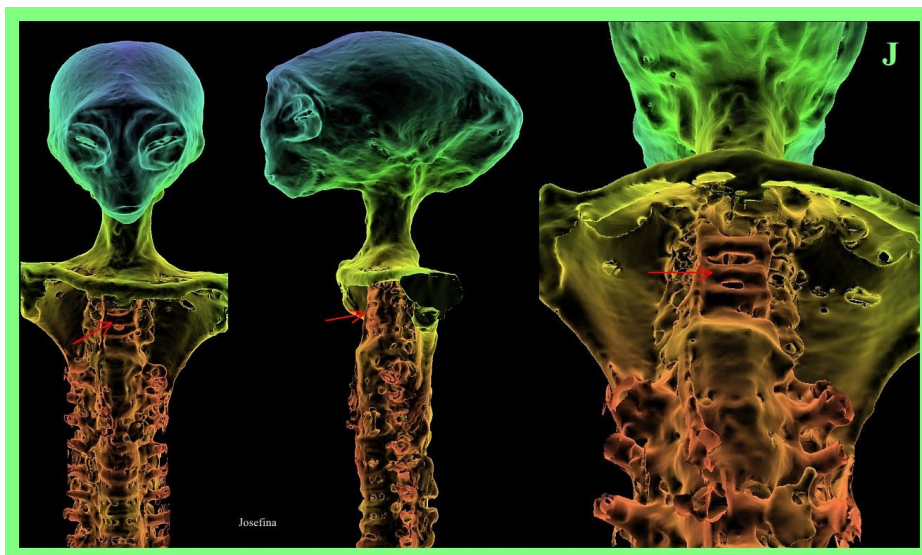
TC 3D disecada digitalmente de la columna torácica de 'Josefina' en vista frontal (imagen superior), lateral (imagen central) y frontal inclinada (imagen derecha), que muestra una anatomía no convencional con cuerpos vertebrales de la columna torácica superior reemplazados por estructuras óseas estrechas en forma de barra (flechas rojas) con espacios entre ellas. Hay un amplio espacio entre la columna cervical y la vértebra torácica más superior, aunque los elementos posteriores permanecen intactos. Las vértebras torácicas inferiores parecen fusionadas y robustas.
